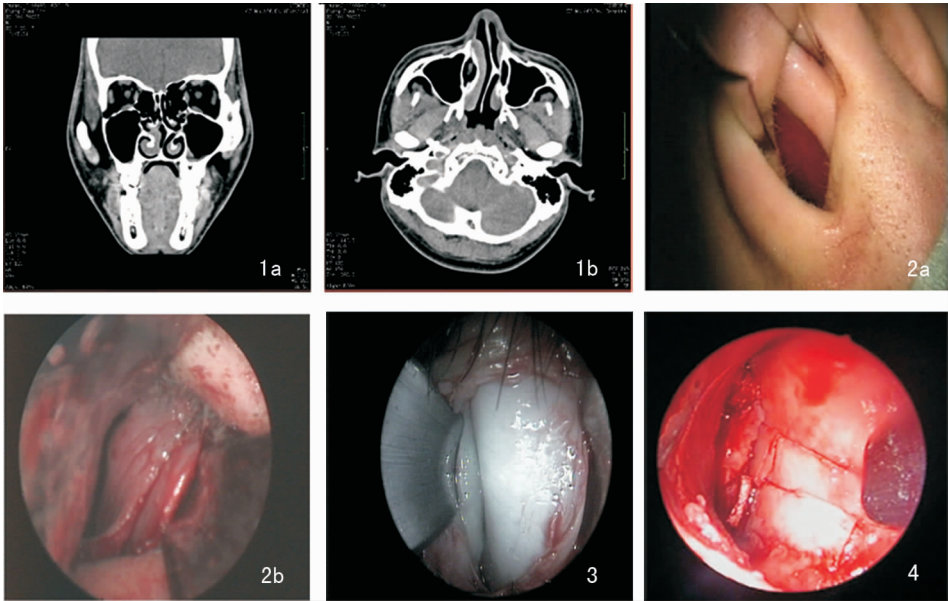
CT 检查示鼻中隔偏曲嵴突明显 a:冠状位;b:水平位 图 2 短鼻窥显露鼻中隔软骨尾端后切开切口 a:暴露改良切口;b:沿改良切口切口 图 3 自切缘分离切口软骨膜,暴露瓷白色软骨 图 4 将鼻中隔方形软骨作“井”字切断以消除鼻中隔软骨偏曲部表面应力
